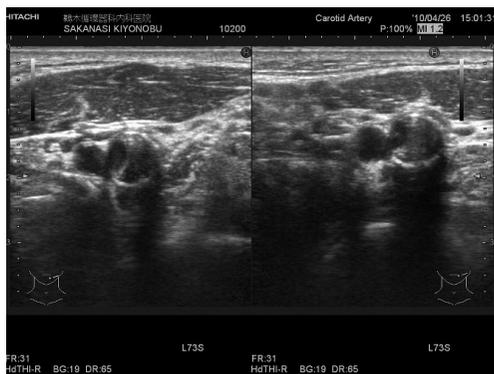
1年後、プラークのエコー輝度は増加していた。
